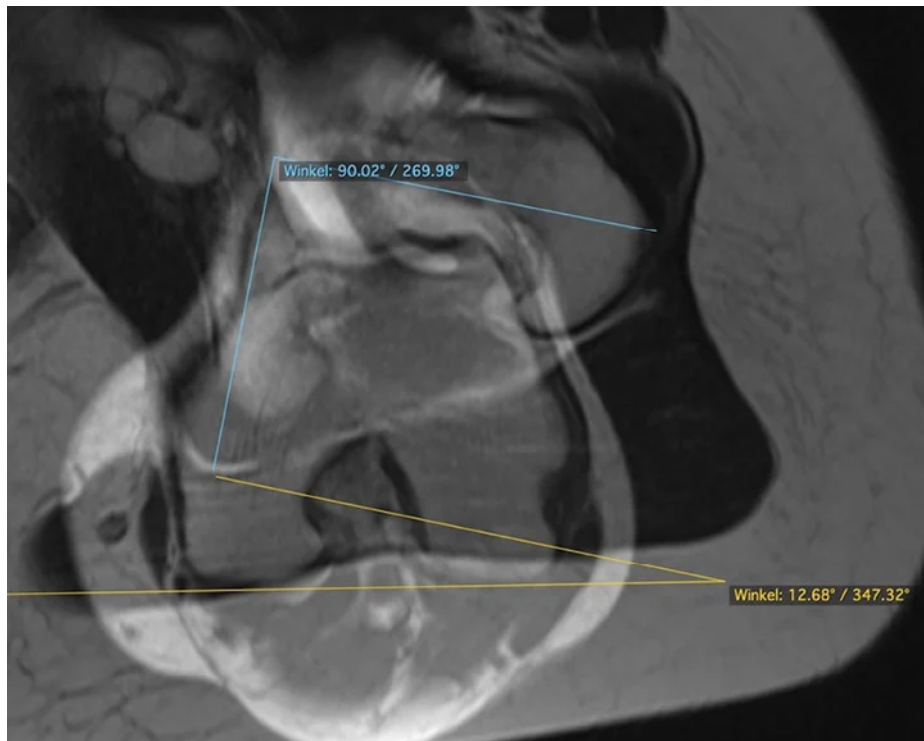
MRT-Torsionsmessung durch Übereinanderprojektion der Schichten © U. Meiners
